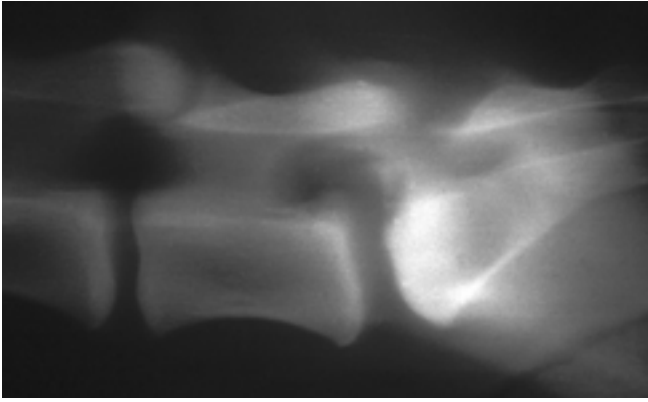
Lineare Tomographie des lumbosakralen Überganges. Deutliche Sklerosierung der sakralen Endplatte mit grubenartigem Defekt. Dreieckige etwa 0,5 cm grosse Verschattung craniodorsal von S1 rechts der Medianen im Wirbelkanal.
